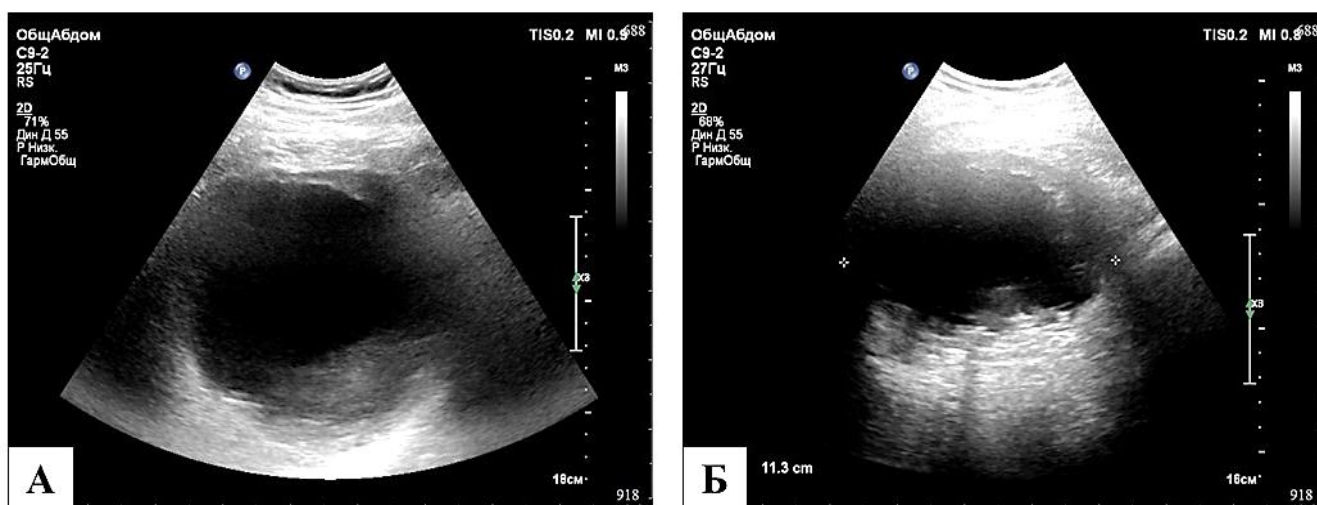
УЗИ изображения альвеококкового поражения: А – резидуальный альвеококкоз 4,5,6,7,8 сегментов печени с множественными пристеночными разрастаниями различной степени выраженности; Б – воротная вена и печёночная артерия прослеживаются от ворот к конгломерату, контур вены в зоне контакта нечеткий, нельзя исключить вовлечение.
